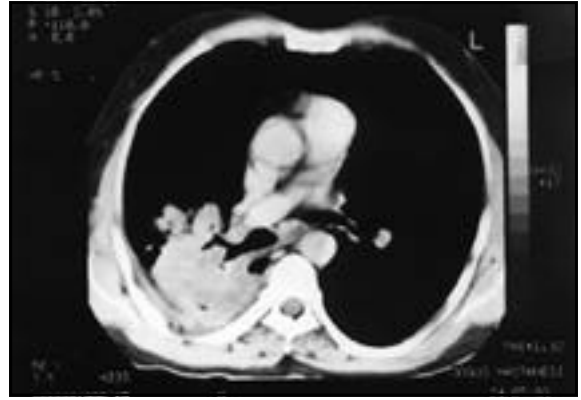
Olgunun tanı anında toraks BT medisten kesiti.
